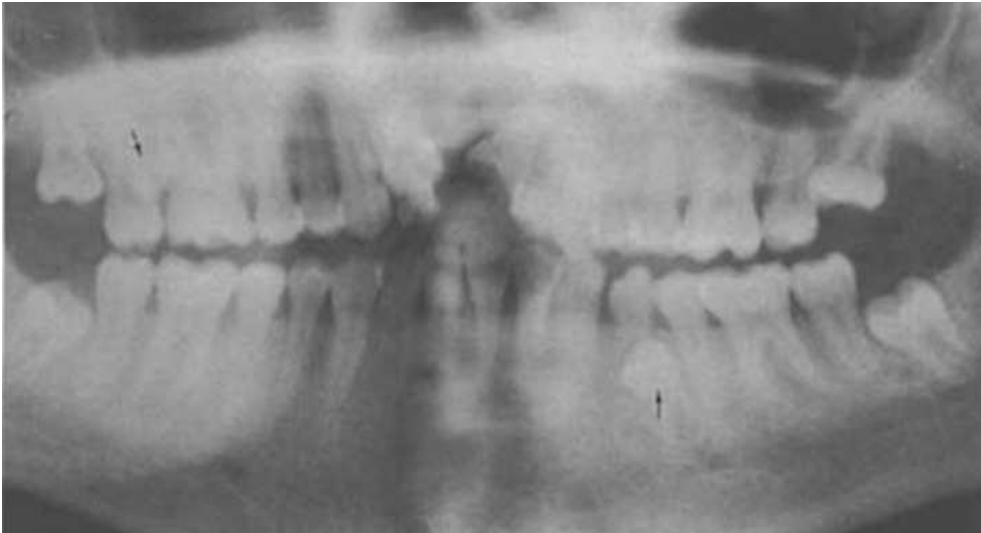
Radiographie panoramique de la patiente de 14 ans confirmant la présence de deux odontomes et la fente palatine ^[37]
